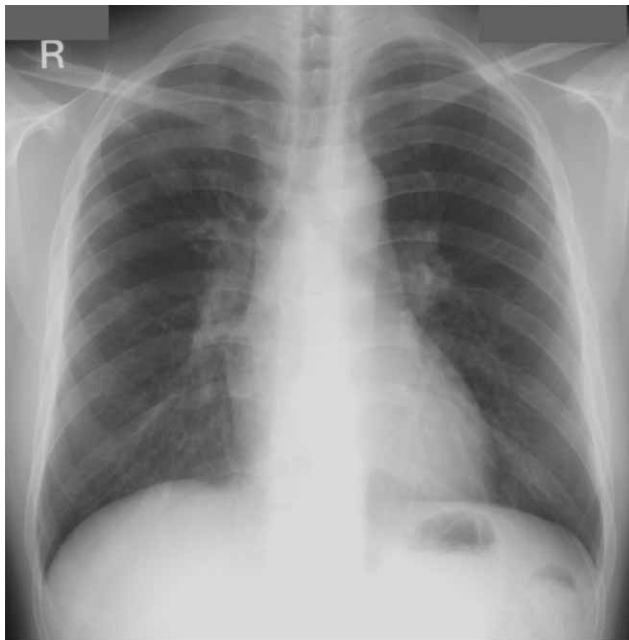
Chest X-ray at first examination showing infiltrative shadows in the right upper lung field.
